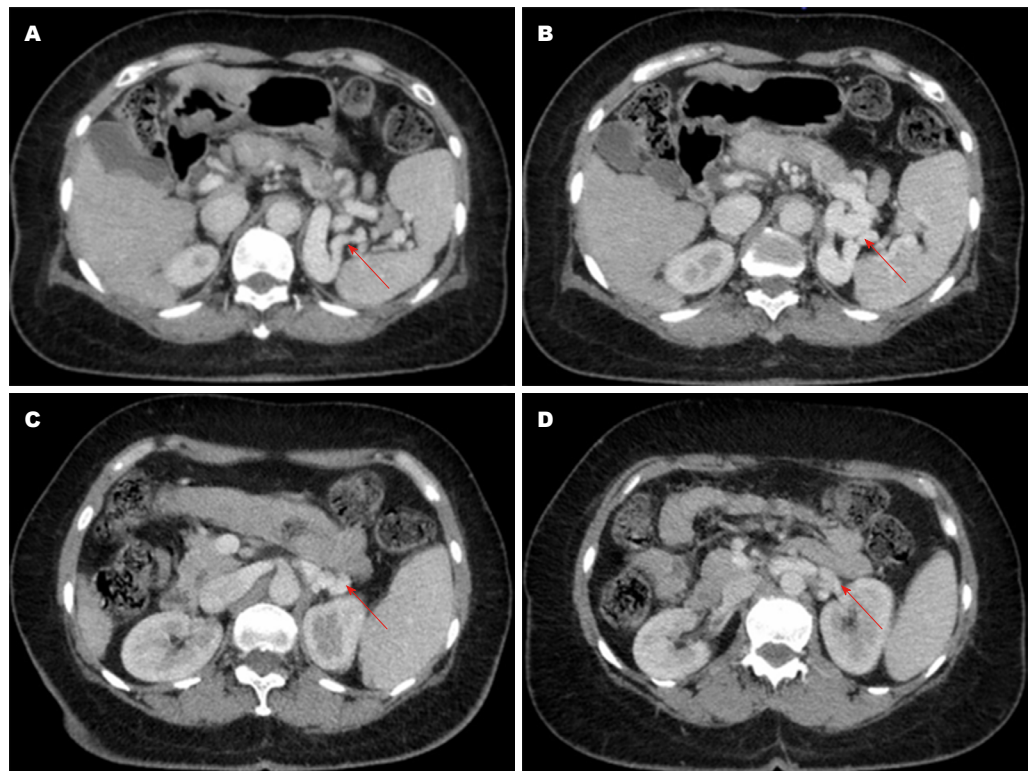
自发性脾肾分流的增强CT图像(轴位). 红色箭头指的是自发性脾肾分流, 本图来自北部战区总医院消化内科的患者.
